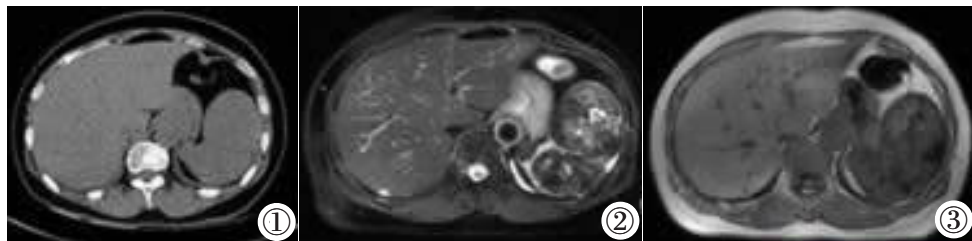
CT 平扫脾脏增大, 其内多发团块状稍低密度灶。图 2 T₂WI 病灶以低信号为主。图 3 T₁WI 呈等及低信号。
